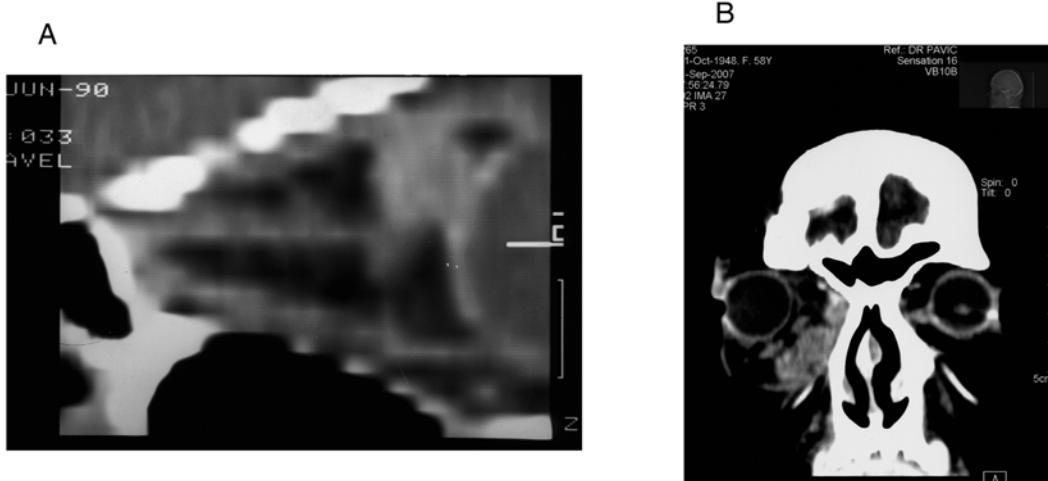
Computerized tomography of the orbit from 1990 showed fifth cavernous hemangioma; B – Magnetic resonance imaging from 2007 showed two cavernous hemangioma in the medial conal space
